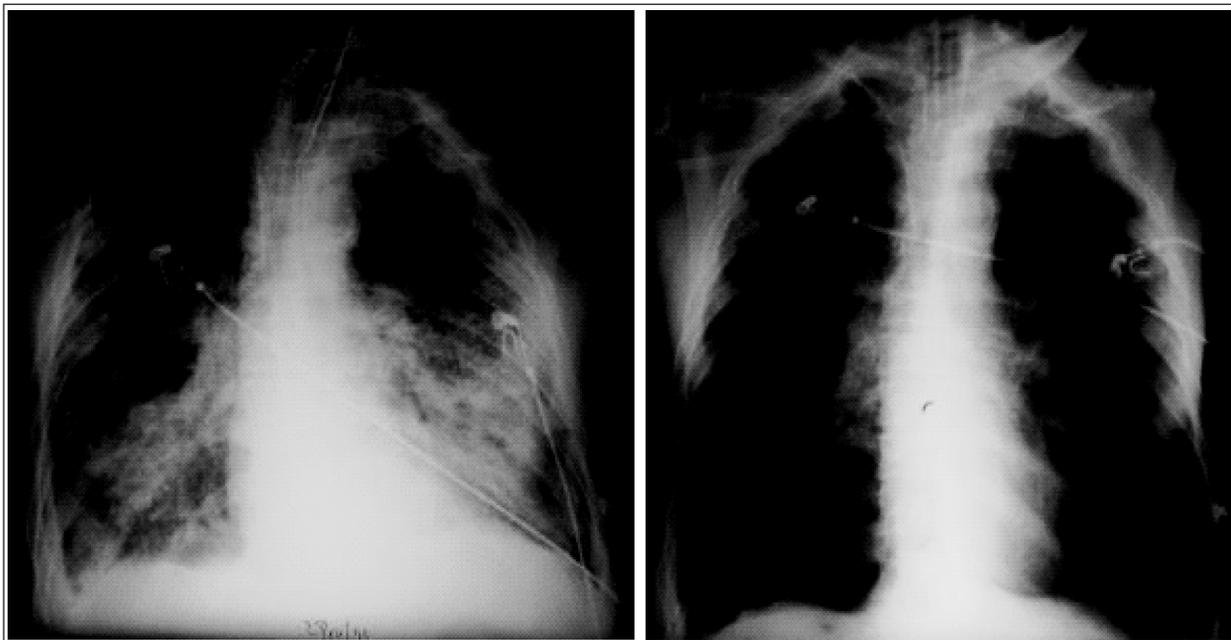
Динамика фронтальной рентгенограммы органов грудной клетки у больного Н. 34 лет с ОРДС, развившимся вследствие политравмы, тупой травмы груди, ушиба легких (прямое повреждение легких). Слева: перед оптимизацией параметров респираторного паттерна; справа: через 1 час после выполнения маневра «открытия» легких.
